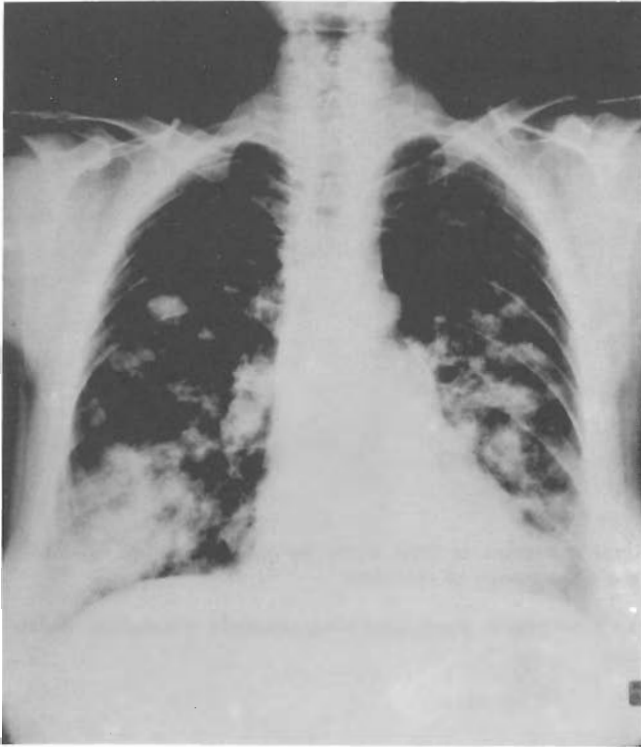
Radiografía de tórax mostrando el infiltrado retículo-nodular bilateral del primer caso.
